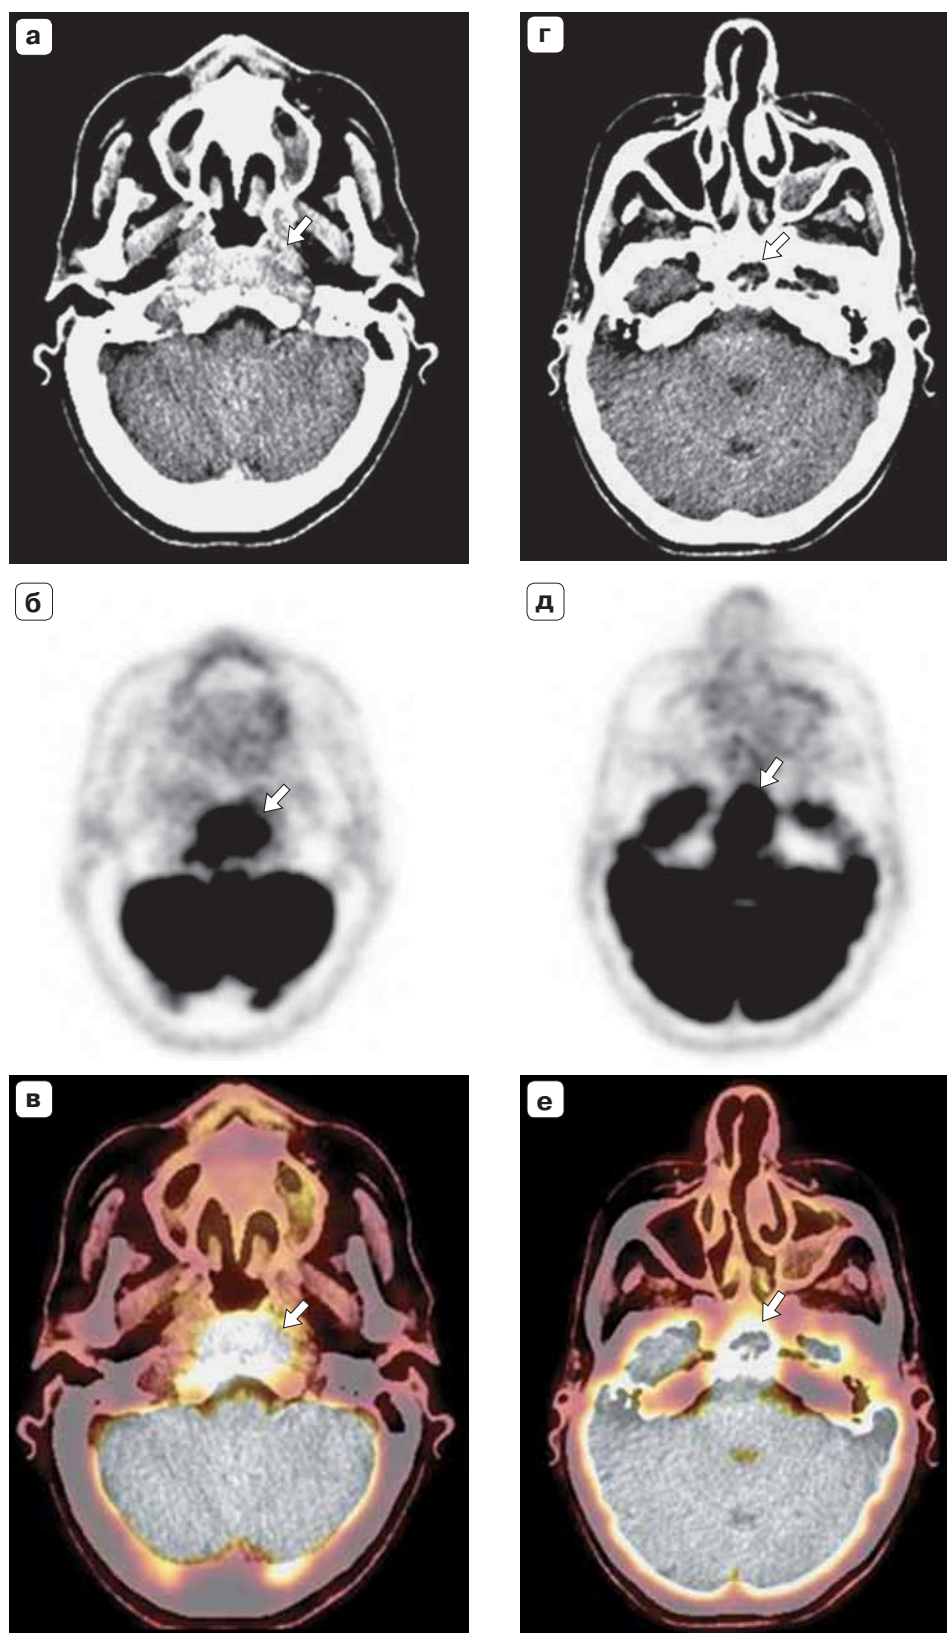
ПЭТ/КТ с ^{18}F -ФДГ. Плоскоклеточный рак носоглотки, состояние после химиолучевой терапии, местный рецидив. а, б, в – на КТ-, ПЭТ- и ПЭТ/КТ-изображениях отмечается очаговое накопление РФЛП в опухолевом образовании носоглотки и костях основания черепа (скат); г, д, е – распространение образования в заднюю черепную ямку и основную пазуху (стрелки). Кроме того, определяется диффузное накопление РФЛП в утолщенной слизистой оболочке левой верхнечелюстной пазухи и гиподенсное содержимое (левосторонний гайморит с экссудатом).
